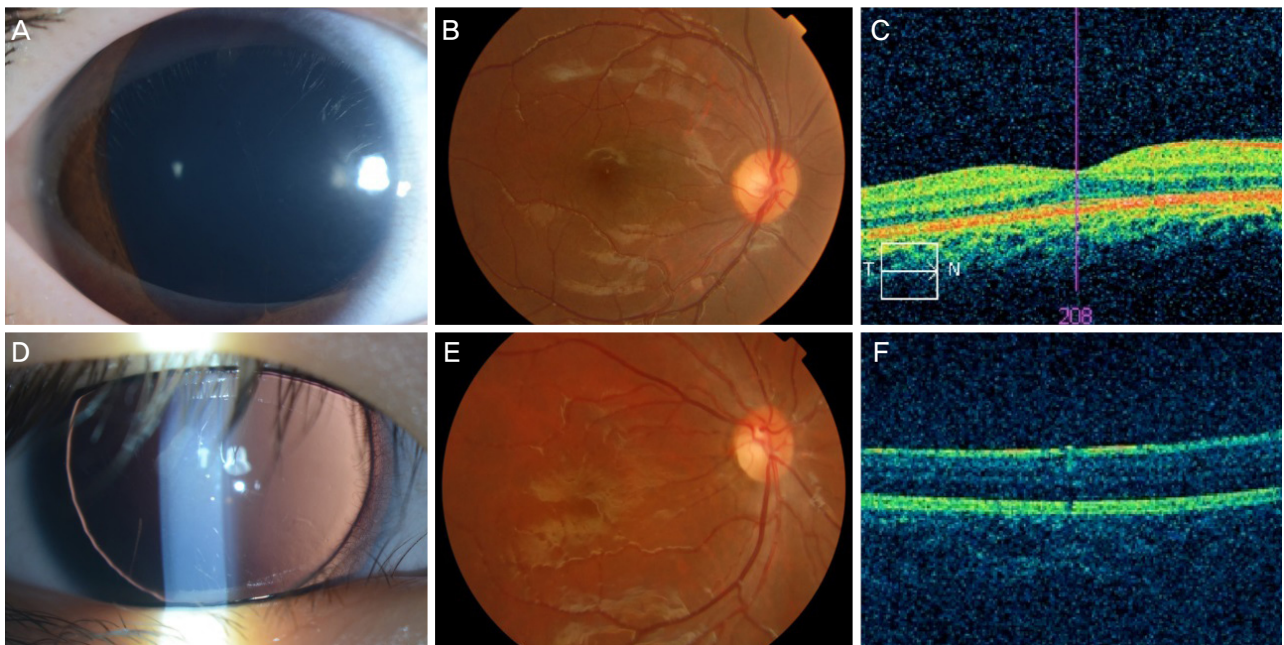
Patients without *PAX6* mutation. (A-C) Case 18. (A) Anterior segment image showing mild degree of iris hypoplasia. (B) Subtle foveal hypoplasia was seen in fundus image. (C) Near normal foveal depression was also demonstrated in optical coherence tomography. (D-F) Case 17B. (D) Anterior segment image showing complete absence of iris. (E) Fundus image showing moderate degree of foveal hypoplasia. (F) Loss of foveal depression was seen in optical coherence tomography.
